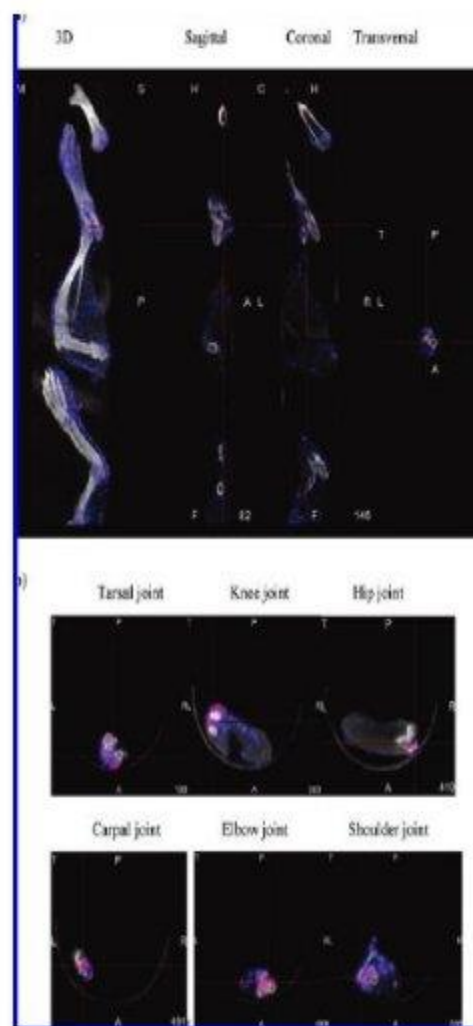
Scansioni NanoSPECT/CT di pezzi di tessuto connettivo di ratti ex vivo con maggiore guadagno 48 h dopo l'ingestione di 2000 MBq di ^{99m}Tc -hyaluronan (HyaMax) nello studio controllato. (a) Intero tessuto ex vivo (3D), immagini sagittale, coronale e trasverse di femore, zampa posteriore e anteriore (dall'alto verso il basso). La radioattività è apparente nella cartilagine all'estremità del femore e all'interno dell'articolazione tarsale, oltre che nella pelle e nei tessuti molli intorno alle ossa. (b) immagini trasverse lungo gli spazi sinoviali delle articolazioni tarsale, del ginocchio, anca, carpale, gomito e spalla che mostrano radioattività associata alle strutture (fluido sinoviale, cartilagine, ossa) oltre a un certo assorbimento nel muscolo.
